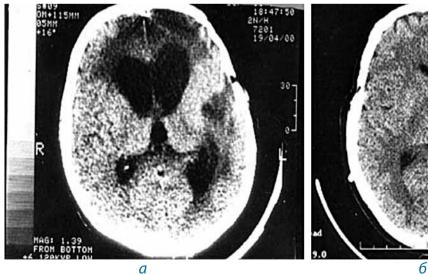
Компьютерная томография головного мозга больной И., 2 лет и 3 месяцев. а) до проведения вентрикулоперитонеального шунтирования: расширение боковых желудочков головного мозга, сужение конвекситального пространства, выраженный перивентрикулярный отек; снижение дифференциации серого и белого вещества головного мозга;
